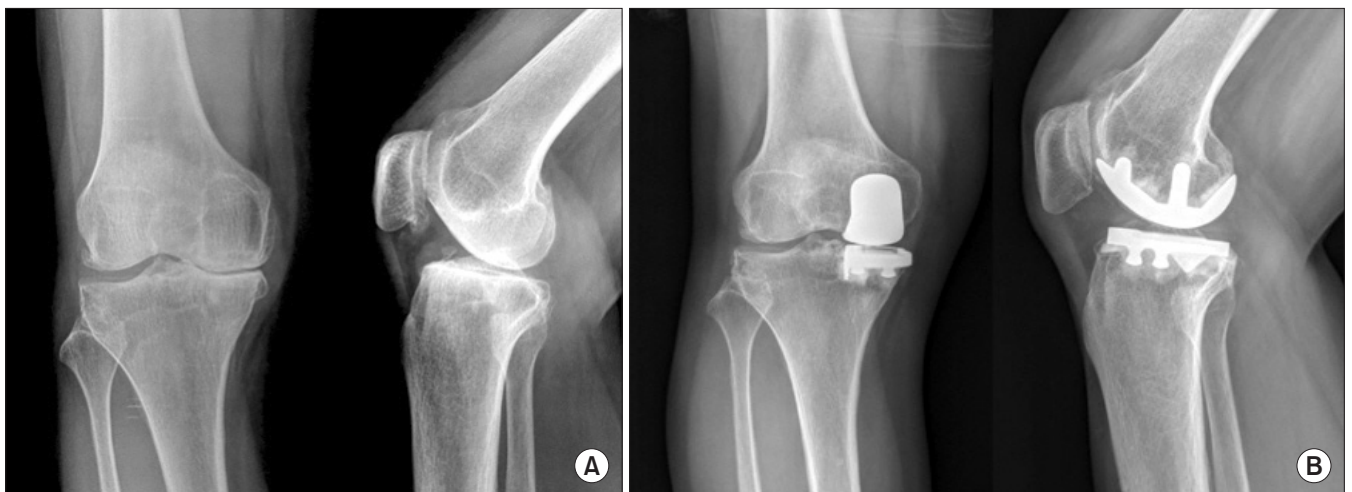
(A) Preoperative radiographs of a 54-year-old woman showing medial osteoarthritis of the right knee. (B) Postoperative radiographs taken 6 years after Miller-Galante (Zimmer) unicompartmental knee arthroplasty.
